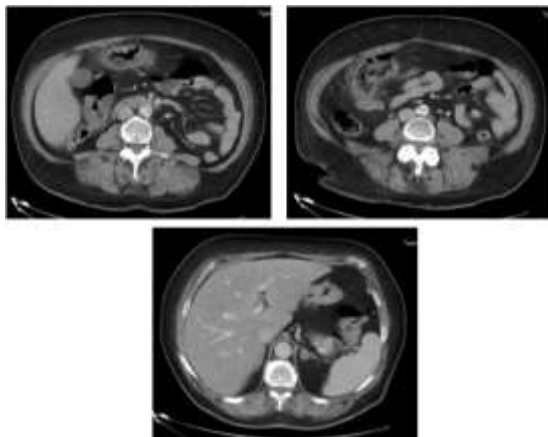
TAC Abdominal con contraste urgente. Hallazgos: engrosamiento concéntrico (de hasta 1 cm) de un segmento de colon transverso y ángulo hepático con leve alteración de la grasa regional con neumatosis portal asociada, pero sin evidencia de neumoperitoneo ni líquido libre. Arteria mesentérica superior sin defectos de repleción identificables hasta niveles distales.
